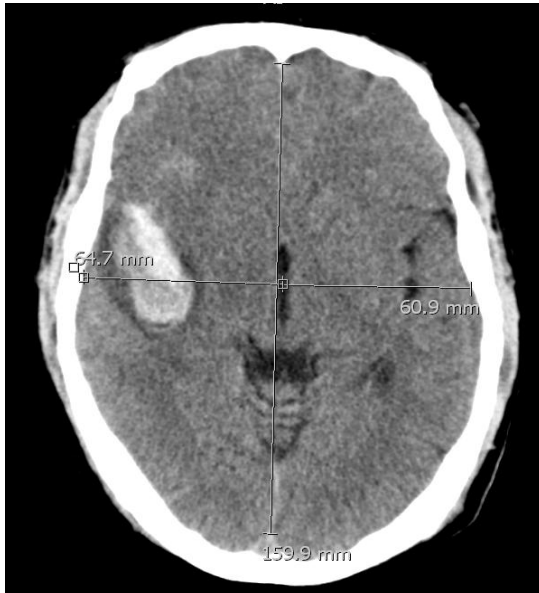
CCT-Bild eines Patienten (Nr. 14) mit subkortikaler ICB; Gesamtvolumen = 34,41 ml; CT-MLV = 1,9 mm (Radiologische Klinik des Klinikums Minden, Prof. Reinbold)
